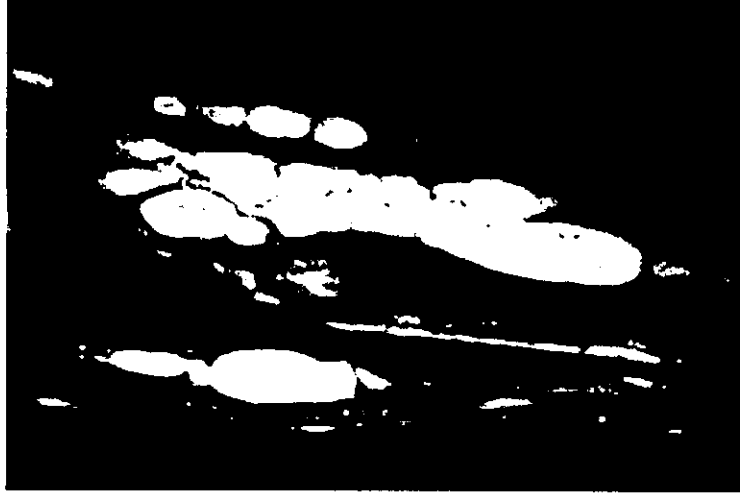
nodular plexiform neurofibromaのMRI所見。
